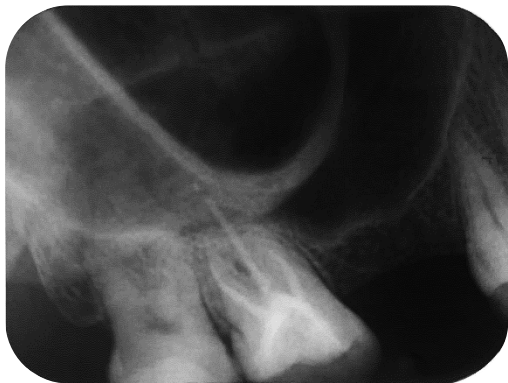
Radiografia final. Fonte: autor.
